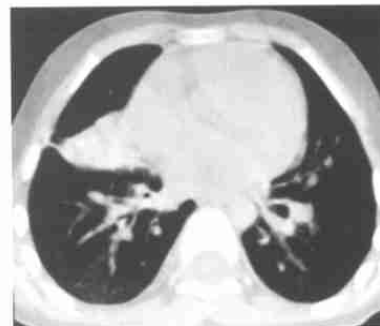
淋巴结结核伴中叶综合征。CT 平扫示右肺中叶外侧段肺不张
